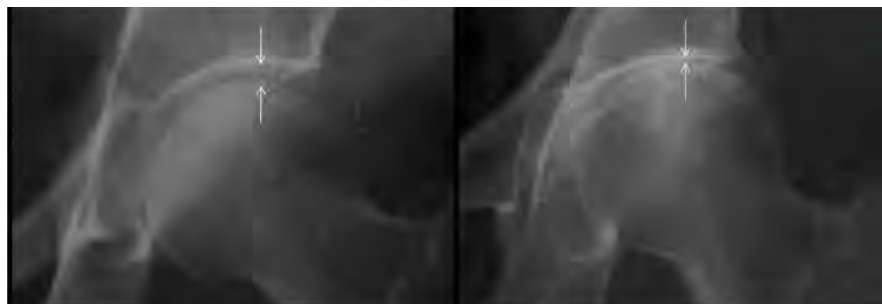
Radiografia de quadril com osteoartrose, onde um dos sinais na radiografia é a perda progressiva do espaço articular.
